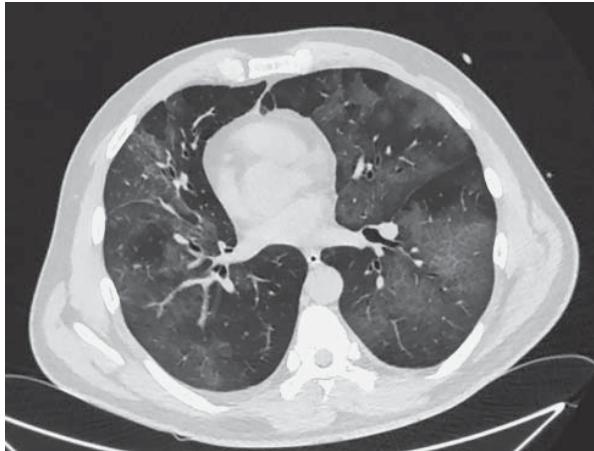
Компьютерная томограмма легких высокого разрешения. Мужчина 42 лет. Полисегментарно определяются сливные участки “матового стекла”.
